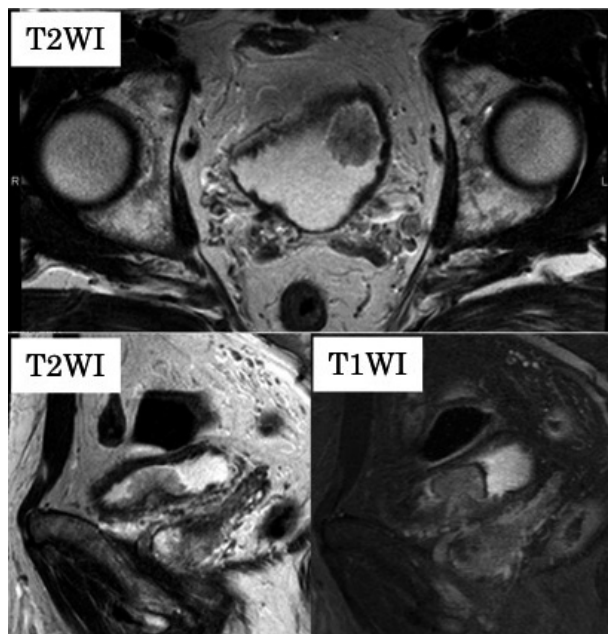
Magnetic resonance imaging of the urinary bladder shows tumor infiltration of the muscle layer.
